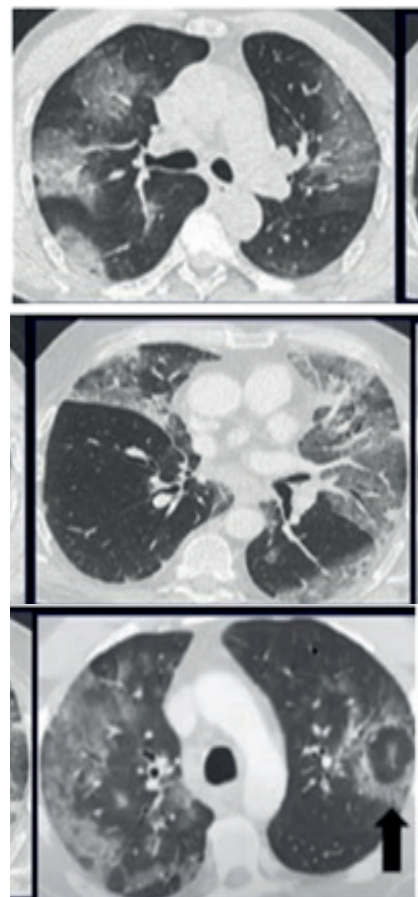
Hallazgos típicos en las tomografías de pacientes con COVID-19.
